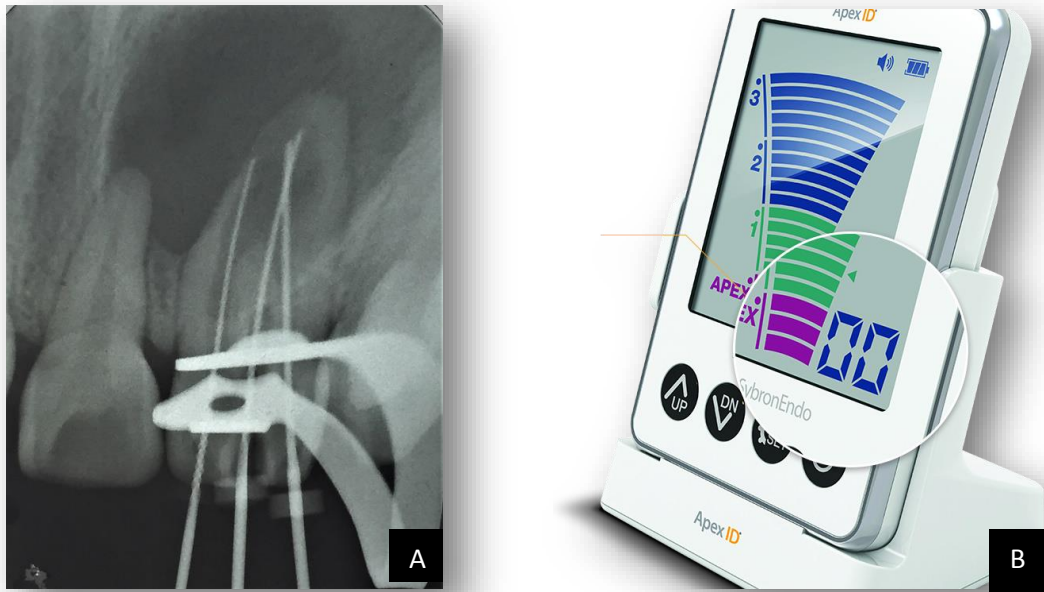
A. Radiografía de longitud de trabajo en los 3 accesos del conducto. B. Localizador electrónico de ápice Apex ID.
